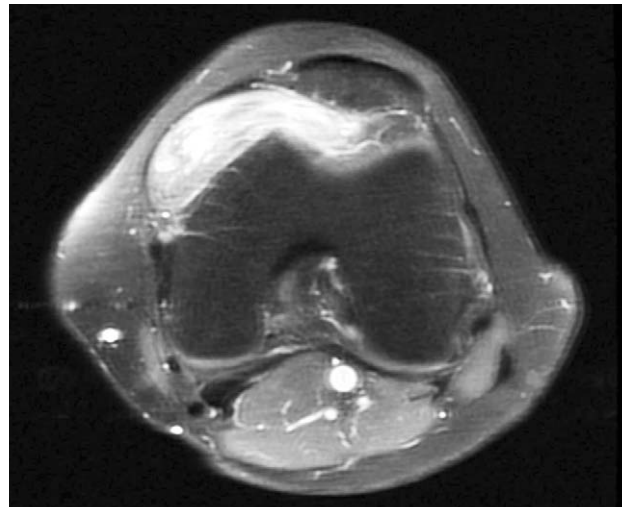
T1-weighted, fat-suppressed axial magnetic resonance (repetition time, 566.7 msec; echo time, 17.4 msec) image after intravenous injection of contrast, showing enhancement of the tumor capsule. The linear structures were not enhanced.
